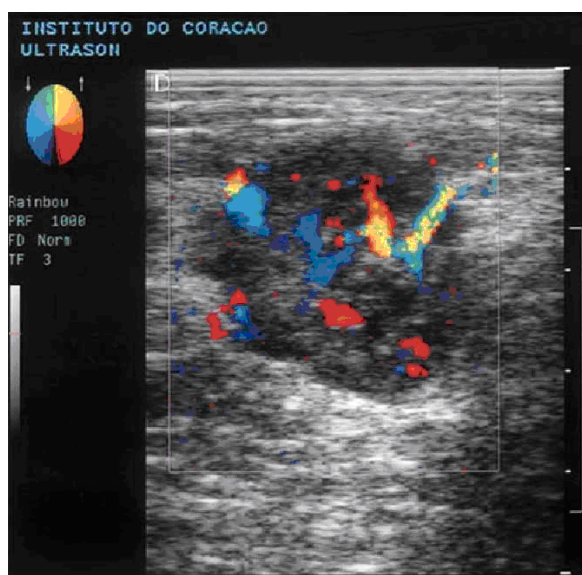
Ultra-sonografia de mama (Modo B com estudo Doppler colorido) demonstrando a vascularização de um tumor em toda a sua extensão. Fonte: Borges (2004).
